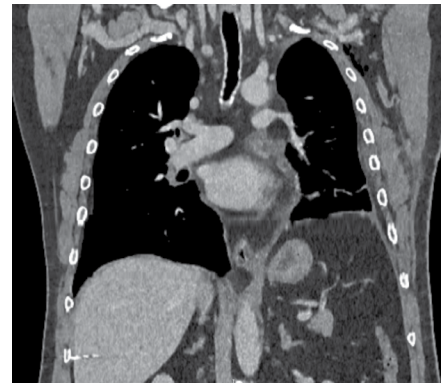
КТ-скан анастомоза легочной артерии
